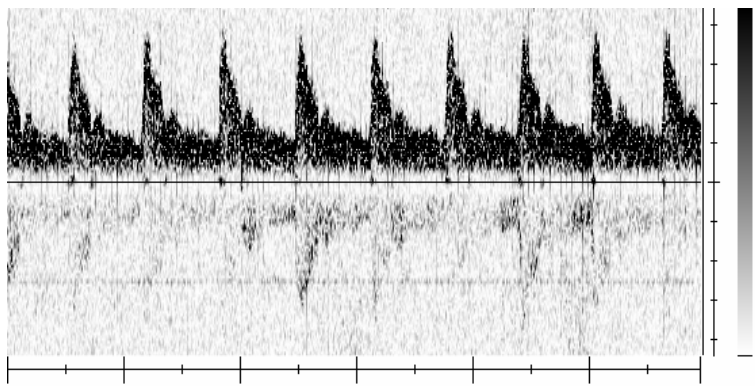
Sonograma sem filtragem.
